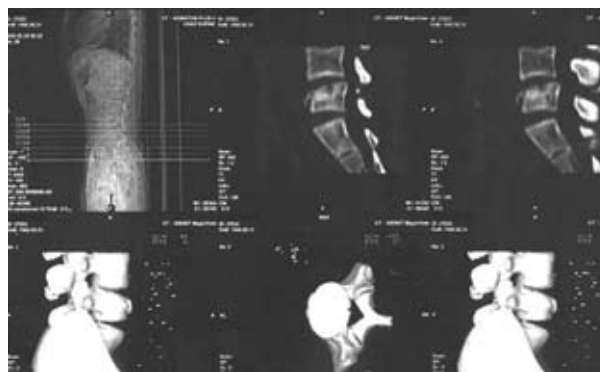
Спиральная компьютерная томограмма того же пациента до операции
